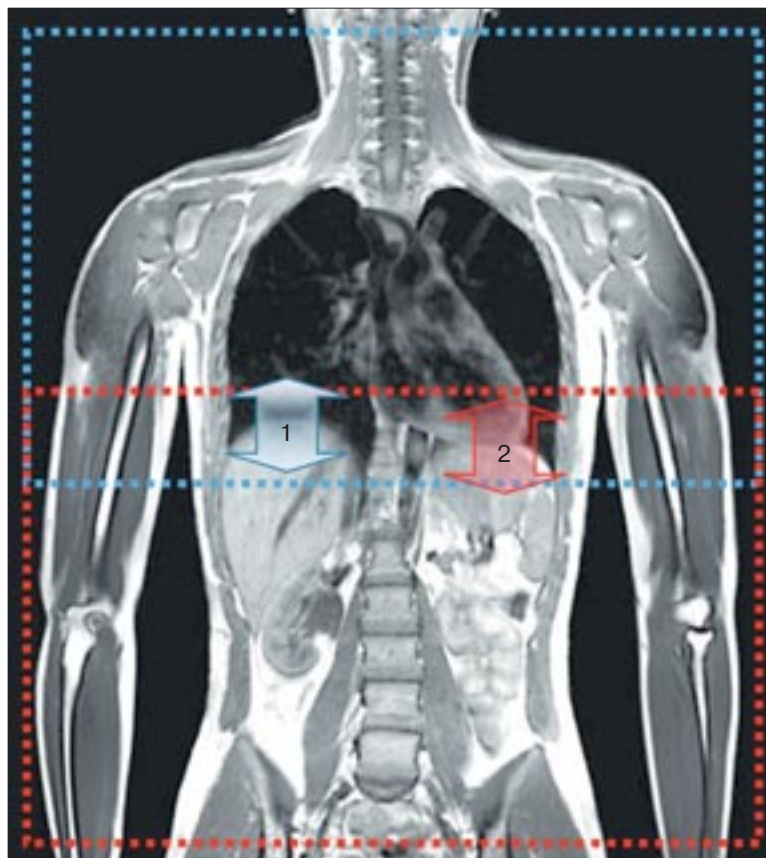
Варианты установки навигатора для виртуальной катушки «области грудной клетки» и «области брюшной полости» при МРТ всего тела: 1 – навигатор и FOV для грудной клетки; 2 – навигатор и FOV для брюшной полости.
